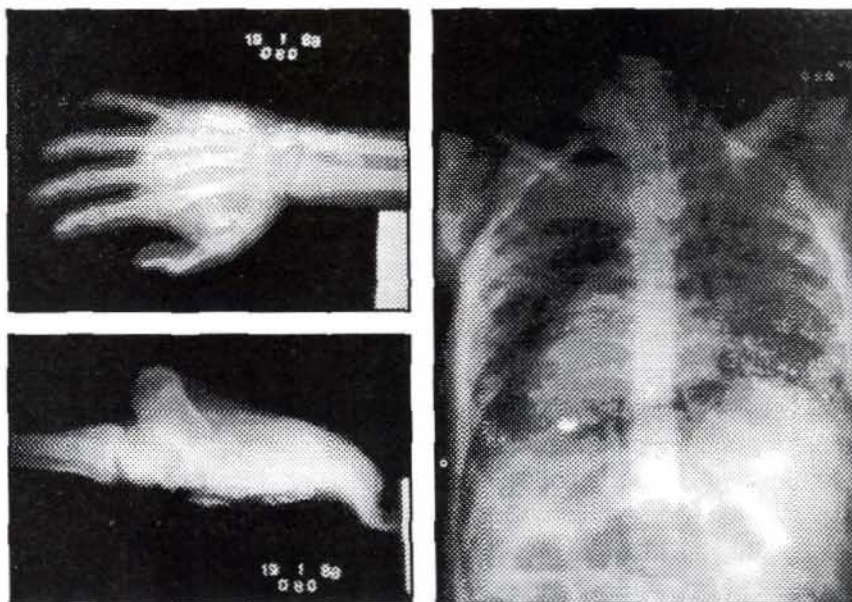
Mercurio elemental en radiografías de manos, pies y pulmones.
